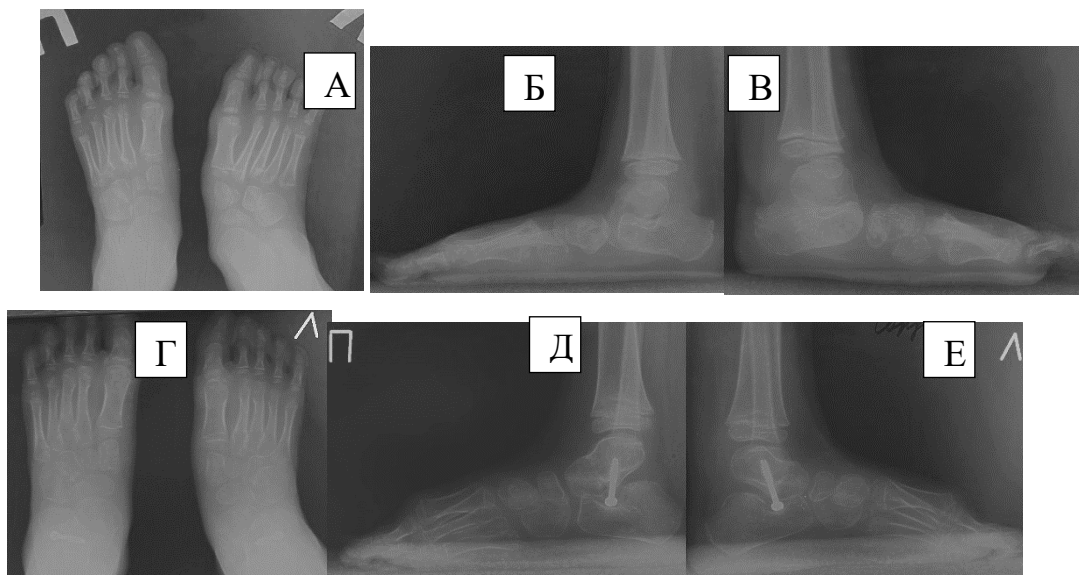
Пациент Ш., 5 лет. Синдромальная плоско-вальгусная деформация стоп (косая таранная кость, тугой ахилл). А, Б, В – рентгенограмма стоп до лечения. Г, Д, Е – рентгенограмма стоп через полгода после лестничной ахиллотомии и установки стоп-винтов (подтаранные импланты)
